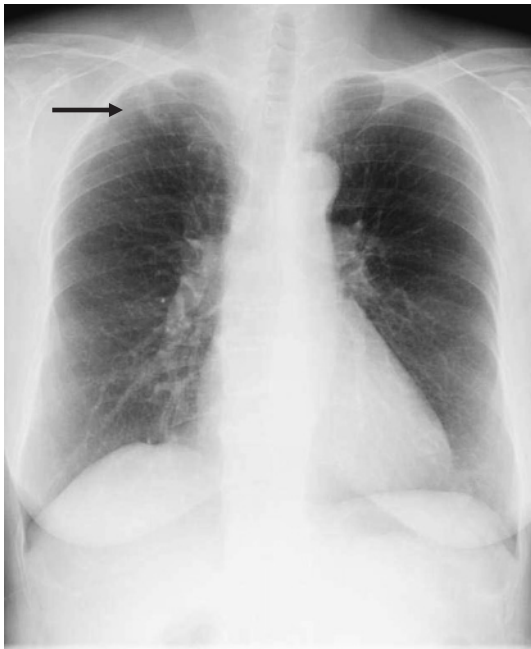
Chest X-ray film shows an abnormal shadow in the right upper lung field.
